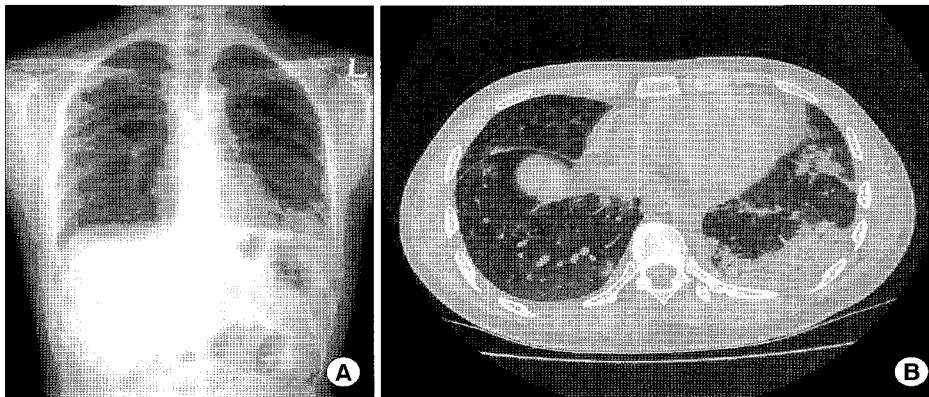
Chest PA (A) and HRCT (B) showed subpleural patch consolidation and bilateral patch ground-glass opacity.
